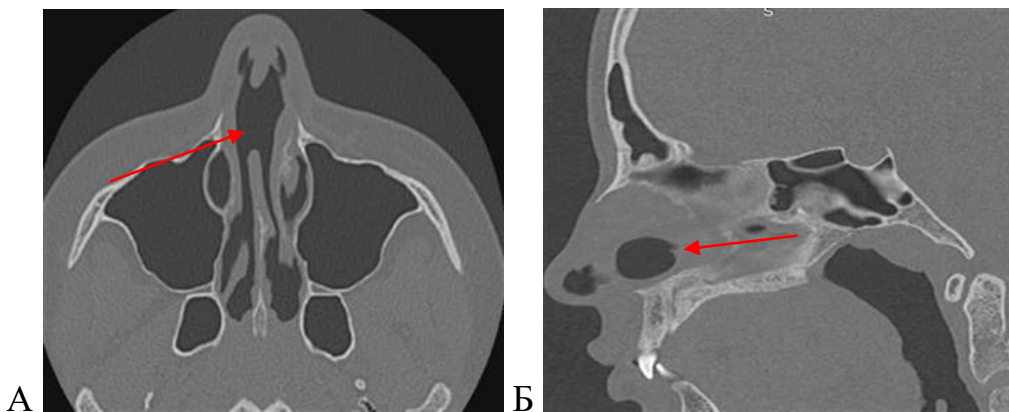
КТ ОНП Сочетание перфорации перегородки и искривления перегородки носа. Аксиальная (А), сагиттальная (Б) проекции
